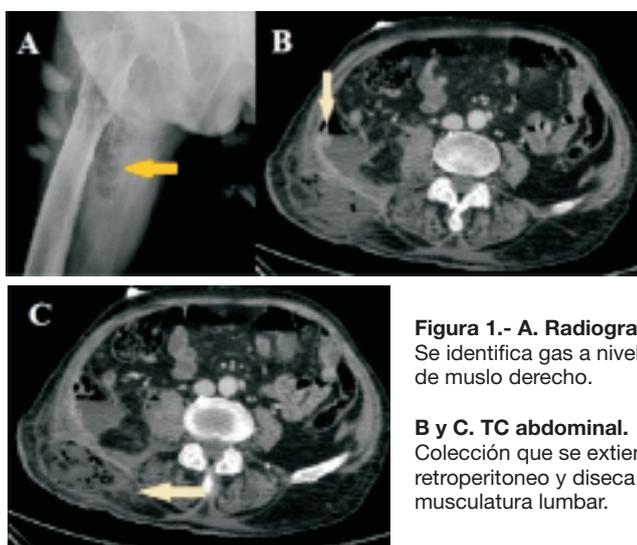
A. Radiografía simple. Se identifica gas a nivel de la raíz de muslo derecho.
